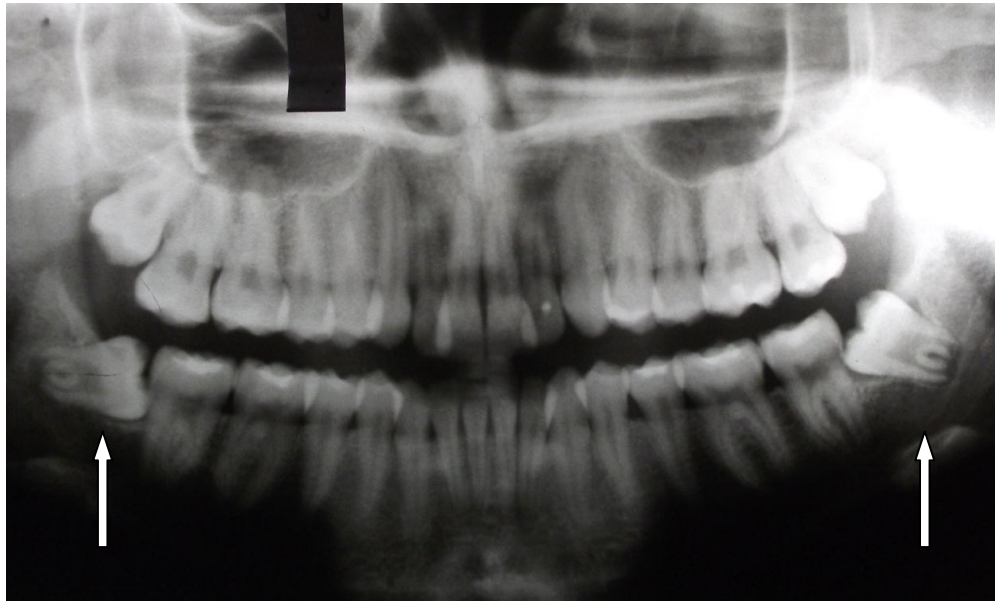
Radiografía de un paciente de 22 años
